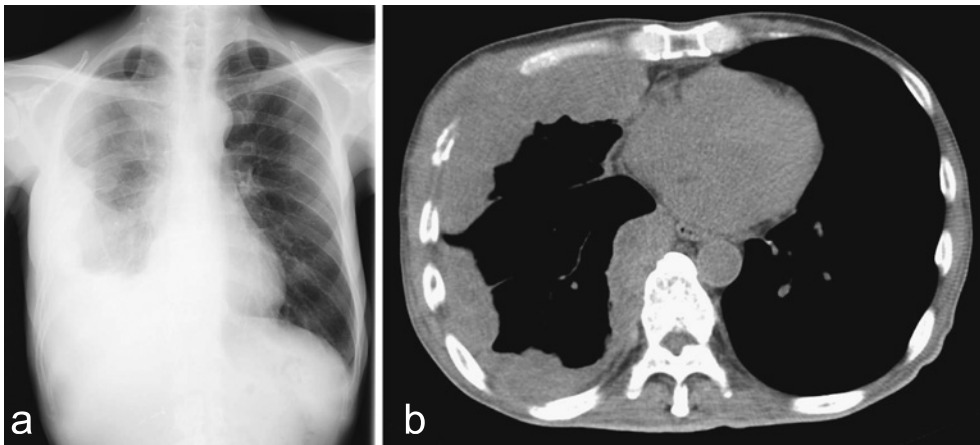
a: Chest radiograph showing a right pulmonary opacity predominantly in the lower field. b: Chest CT scan on admission showing tumors which extended along the right chest wall.
